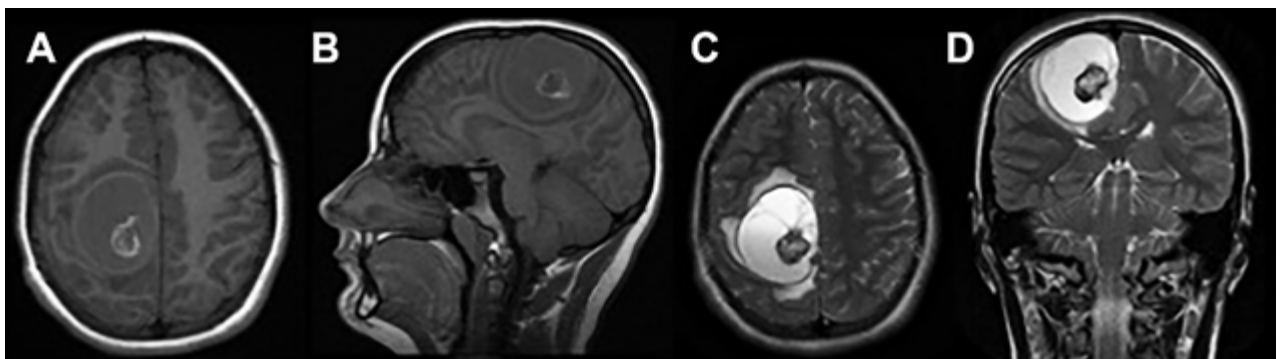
RM. A) corte axial; B) corte sagital; ambos ponderados en secuencia T1. Se aprecian bordes bien definidos, iso a hiperintenso, respecto del parénquima. El contenido se observa predominantemente iso a hipointenso con formación redondeada excéntrica de intensidad heterogénea. C) corte axial; D) corte coronal; ambos ponderados en secuencia T2. Se observa el contenido predominantemente hiperintenso de la lesión con la formación redondeada excéntrica rodeada de estructuras trabeculares y tabiques. Halo hiperintenso perilesional que se corresponde con edema.
